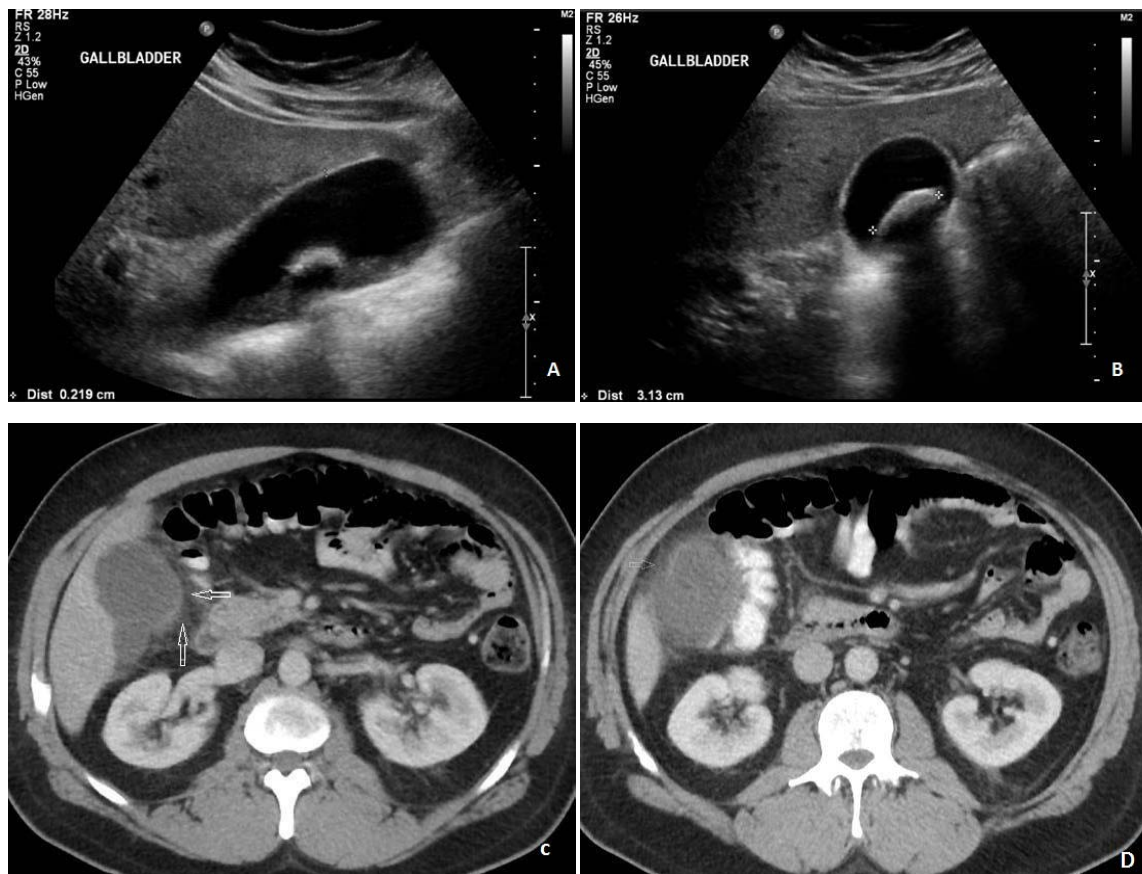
échographie et TDM abdominale avec injection du PDC (phase portale) d'un patient de 47 ans ayant une cholécystite aiguë lithiasique. A et B : l'échographie de la vésicule biliaire montre un calcul mobile de 3 cm. C et D : la TDM abdominale montre une infiltration de la graisse périvésiculaire (flèches). Le calcul qui a été mis en évidence à l'échographie n'est pas visible sur la TDM [251].
